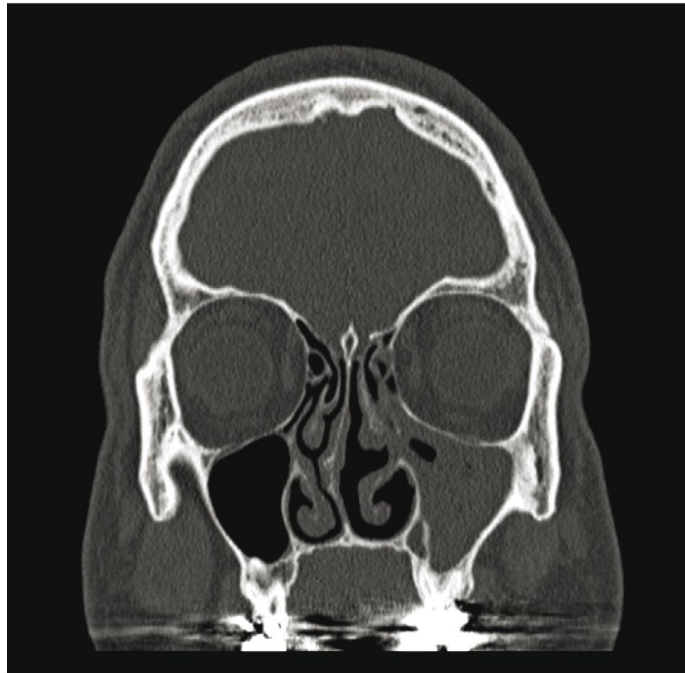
Reformatação coronal de TC, demonstrando RSC no seio maxilar esquerdo e nas células etmoidais anteriores (50)
